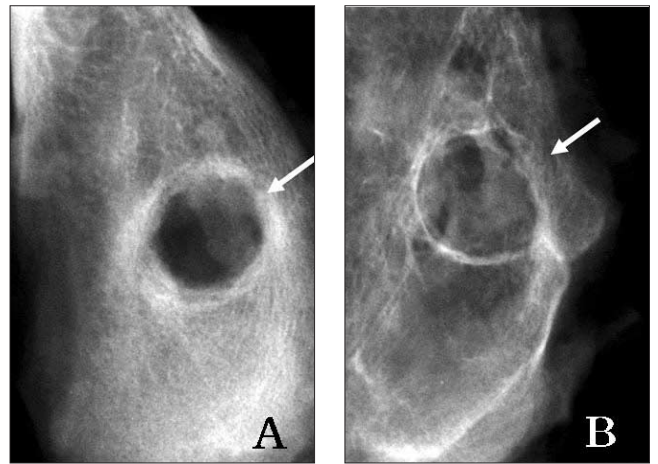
Radiographs of the B-2 group at 4 (A) and 8 (B) weeks after the graft. The marked radiopacity of the bone defect is observed at weeks 4 and 8.
